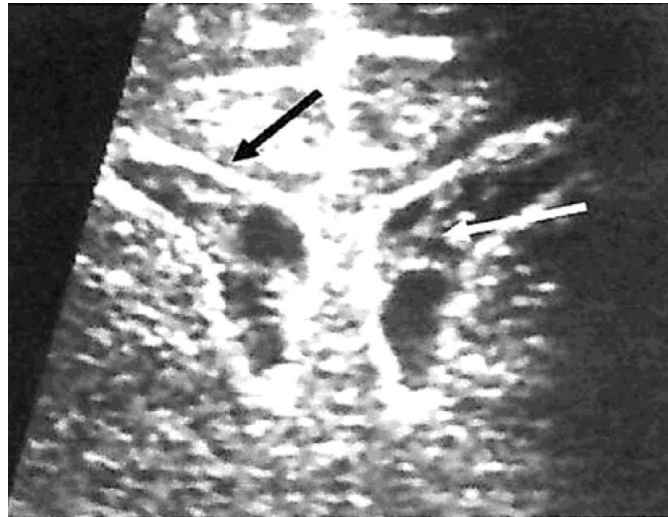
Méningite à *S. agalactiae*. Ventriculite (échographie transfontanelle): dilatation modérée des ventricules ; épaississement des parois ventriculaires ; dépôts « floconneux » de pus dans les lumières ventriculaires [10].
